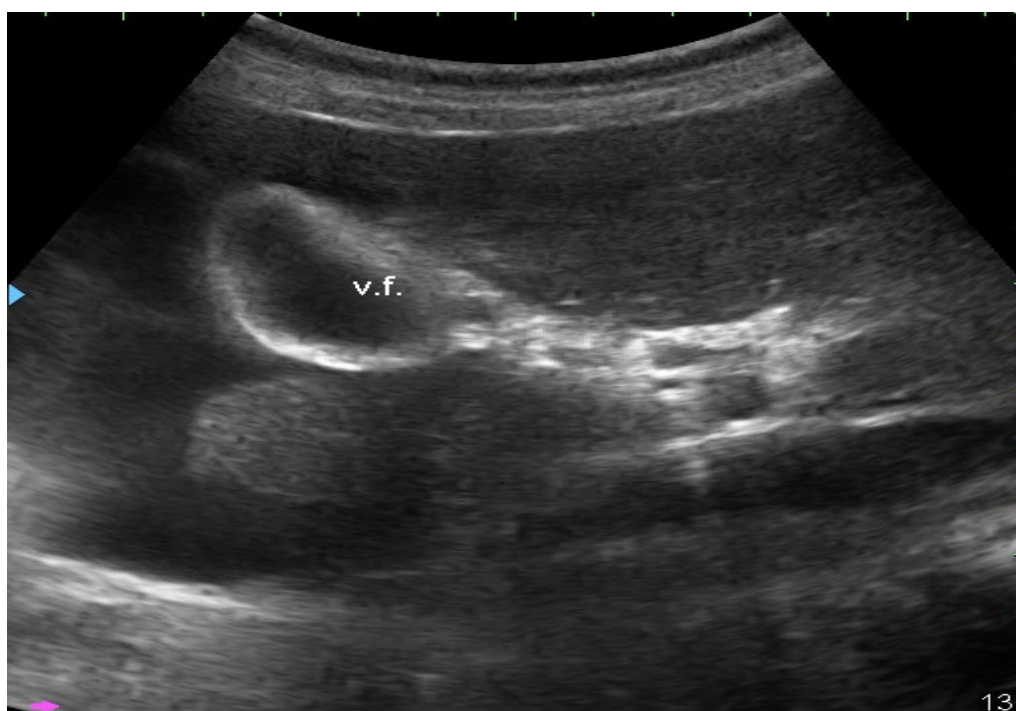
УЗИ. Утолщение стенки ЖП
